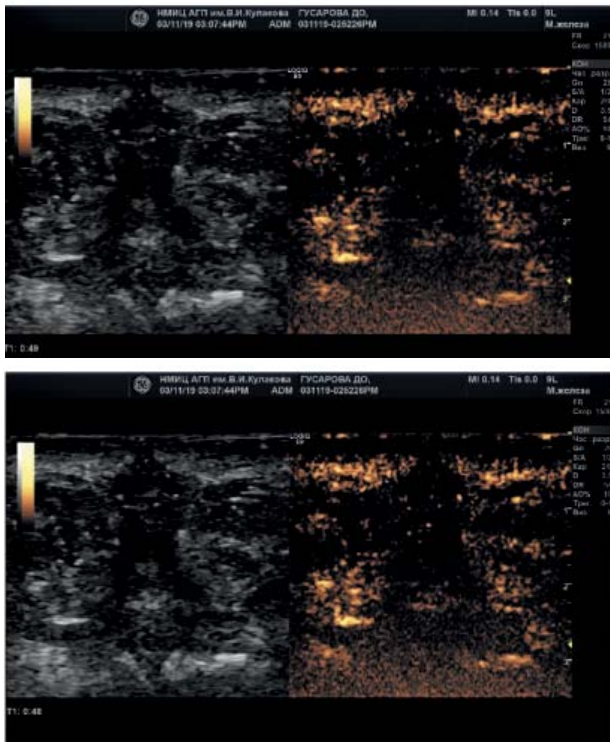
УЗИ промежности после проведения карбокситерапии (1 час). Визуализация области вульвы после контрастирования. ЭКП. «Соновью» (2, 4 мл, в/в). 1–2. Эхограммы. Режим Contrast
